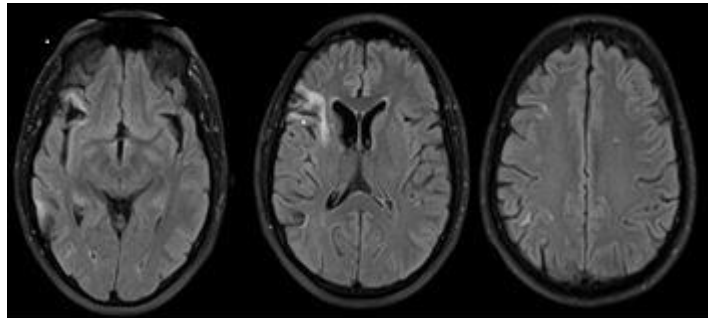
RMN cerebral con diversos focos isquémicos agudos a nivel cortical y subcortical frontoparietal, insular y occipital del lado derecho.
